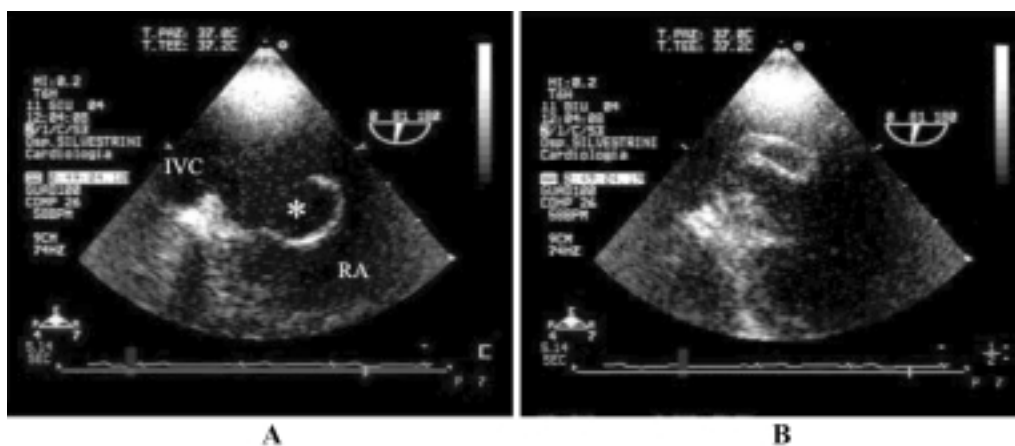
Ecocardiografia transtoracica. A: in atrio destro (RA), durante il riempimento atriale, si visualizza una massa rotondeggiante con cavità anecogena e bordi sottili interpretata come cisti (\*). B: durante la sistole atriale la cisti collassa alla base dell'atrio. Questa particolare cinesi aveva suggerito la diagnosi di cisti intracardiaca con meccanismo a valvola. Ao = valvola aortica; LA = atrio sinistro; RV = ventricolo destro.
